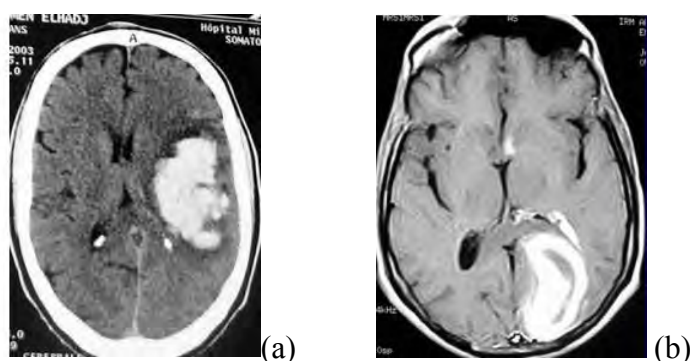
TDM (a) et IRM (b) d'AVC hémorragiques
